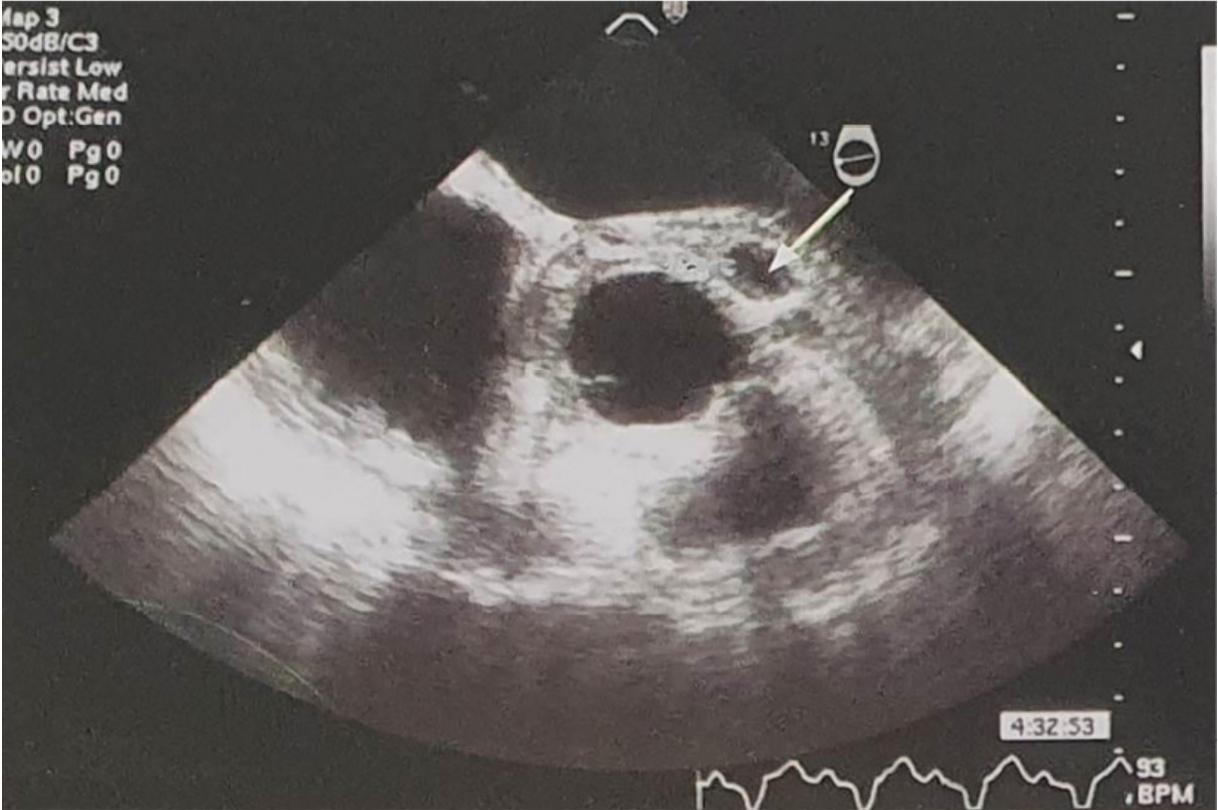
Ecocardiograma transesofágico. Por encima de la válvula aórtica protésica se observa una imagen redondeada libre de ecos, característica de absceso de la fibrosa mitroaórtica. Imagen obtenida del libro *Valvulopatías*, 1ª edición, de Casabé JH, Favalaro RR, Figal JC, Guevara E, Mendiz O, Torino A. Buenos Aires, 2014 , Ediciones Journal, pág. 228.
